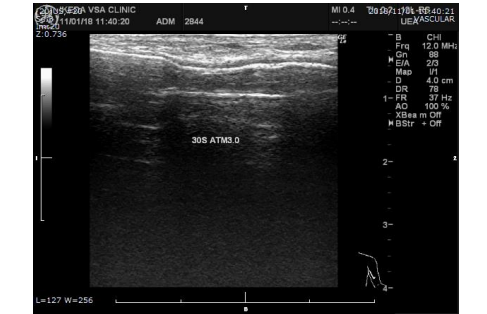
閉塞症例に対するエコー下VAIVT、血栓吸引療法の手順
